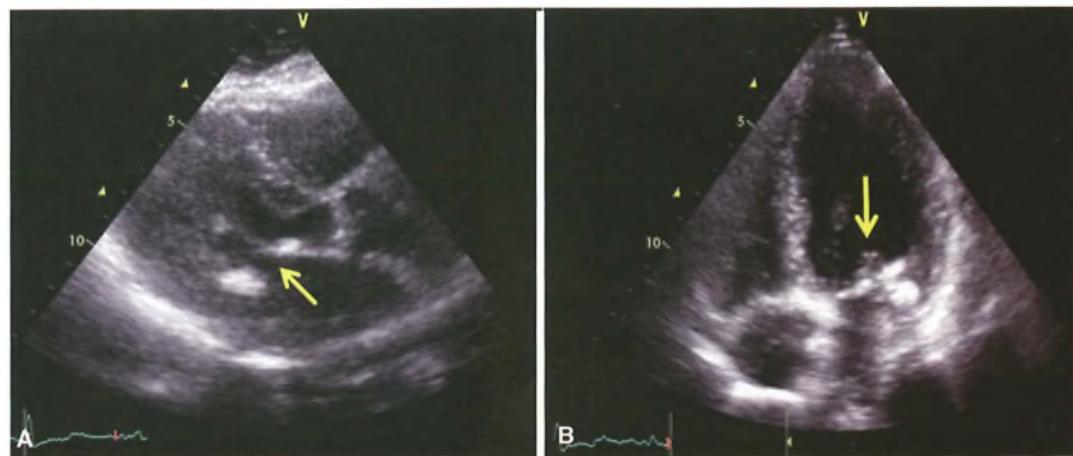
Ecocardiografia B-mode: scansione parasternale asse lungo e apicale quattro camere. Stenosi e insufficienza mitralica: grossolane calcificazioni della valvola mitrale (freccia) e dilatazione dell'atrio sinistro.
